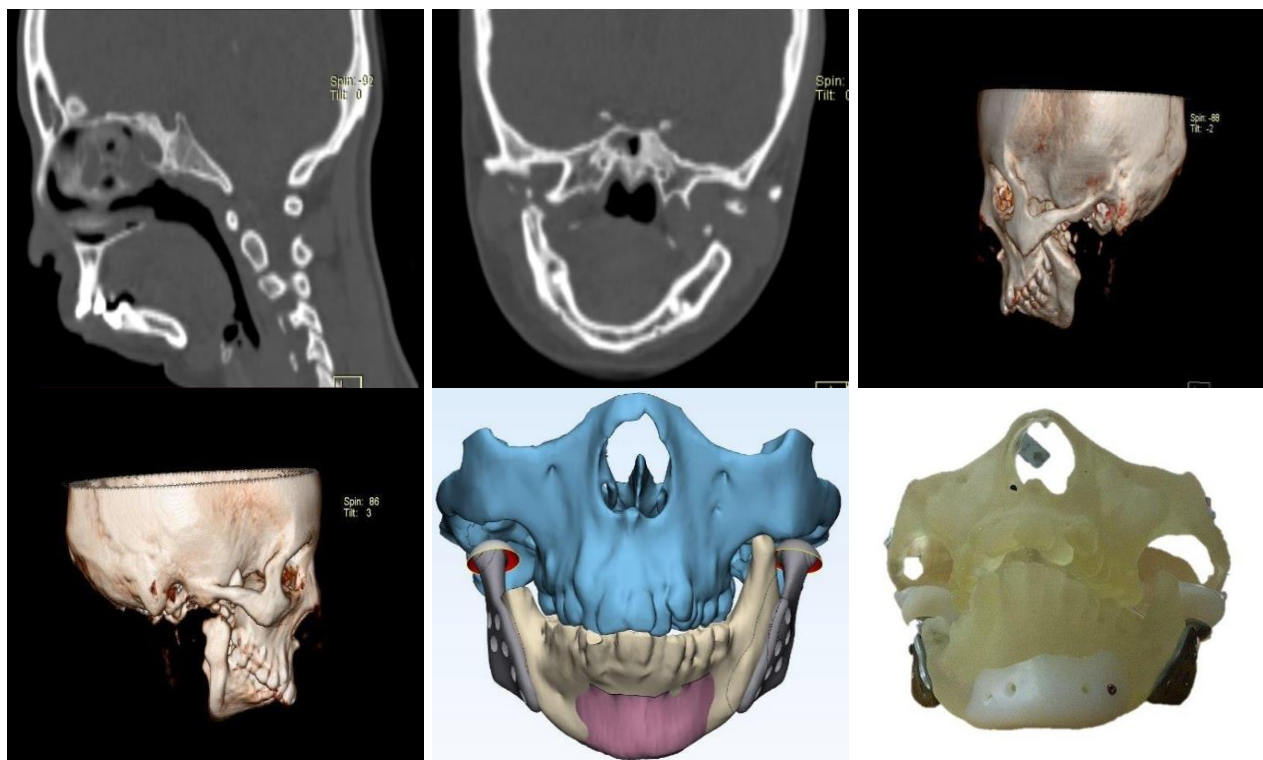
МСКТ и трёхмерная модель челюстей больного до операции
